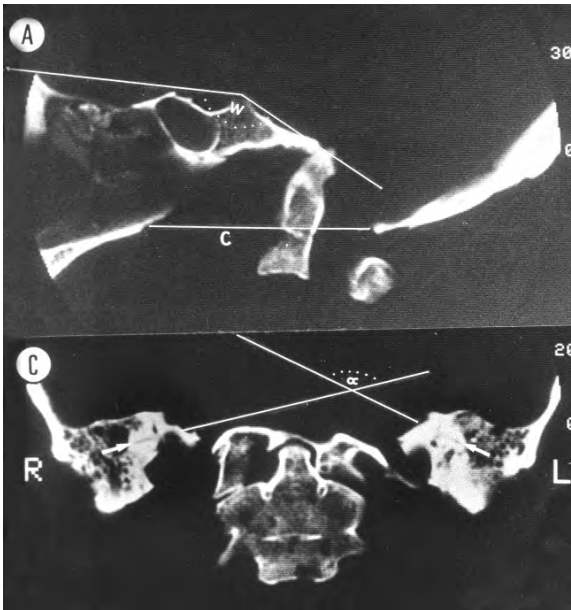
Plans de TC que permeten veure la impressió basilar, la platibasia i l'angulament del pla horitzontal de la base de 3-1.
